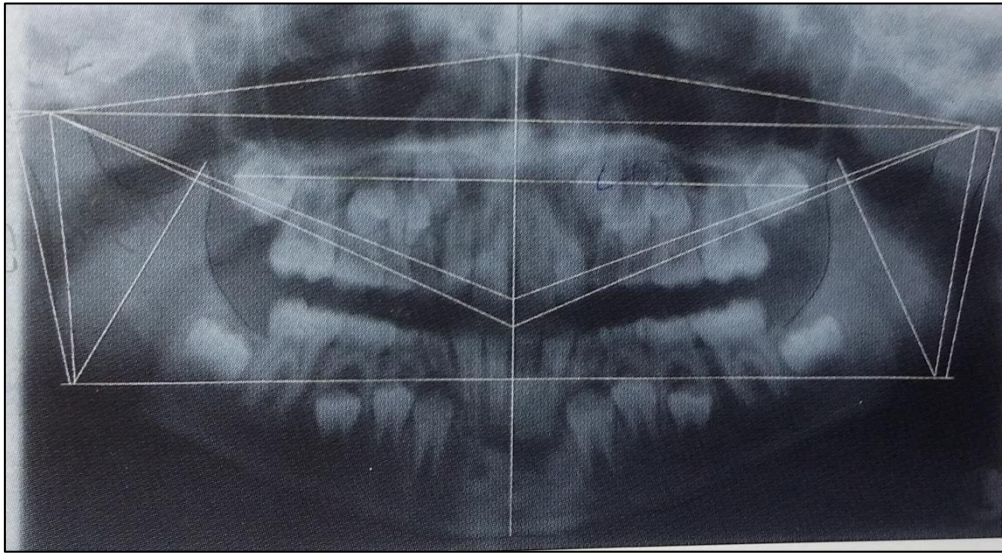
Análisis de radiografías panorámicas según Levandoski (28)
